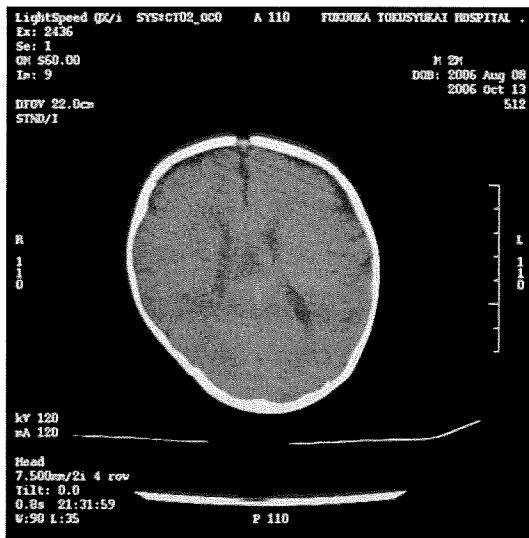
来院時（生後2ヶ月）2006.10.13 CT
